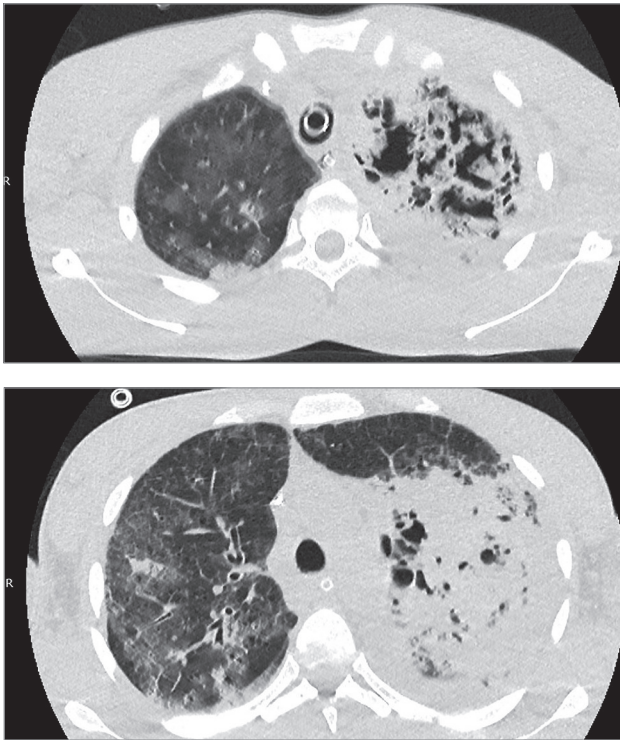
Компьютерная томография органов грудной клетки пациента с муковисцидозом и пневмонией через 18 нед. после поступления в клинику, аспергиллома в просвете обширного абсцесса
